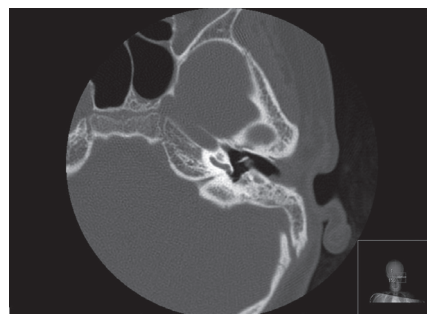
TC de alta resolução de orelha esquerda demonstrando hipoplasia da janela redonda (caso 5).
